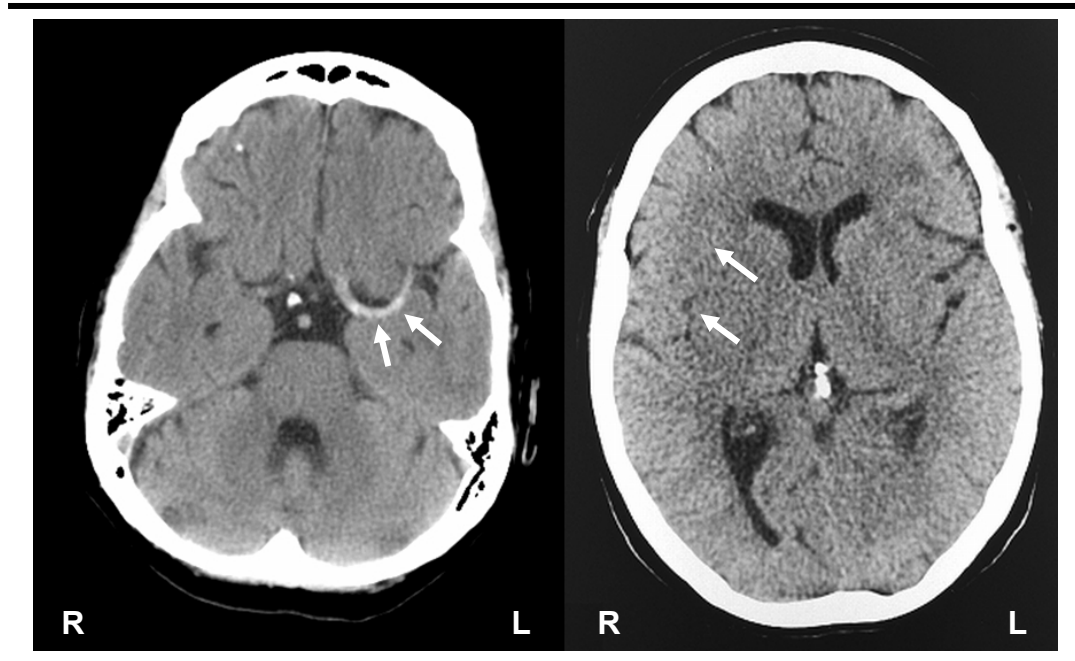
Computertomographische Infarktfrühzeichen (siehe Pfeile). Linkes Bild: "dense media sign" der linken A. cerebri media. Rechtes Bild: "loss of the insular ribbon" rechts.
